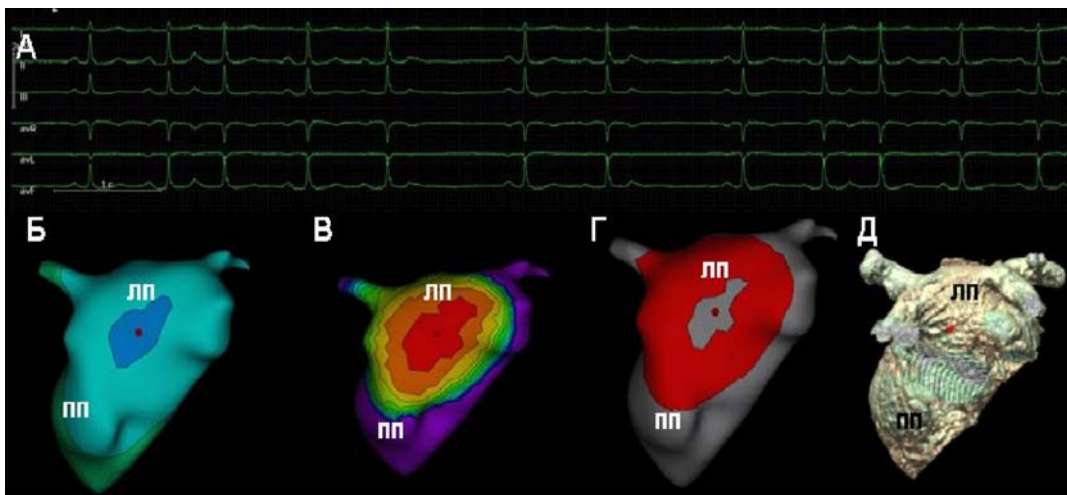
Неинвазивная топическая диагностика ПЭС из передней стенки левого предсердия (вид сверху). А – ЭКГ в стандартных отведениях; Б – изопотенциальная карта; В – изохронная карта; Г – карта распространения волны возбуждения; Д – 3D реконструкция сердца, полученная при СКТ
